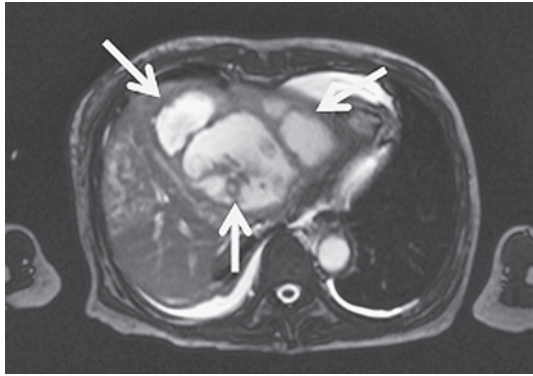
入院時腹部MRI：T2で高信号域の多房性腫瘍を認める（矢印の部分）
